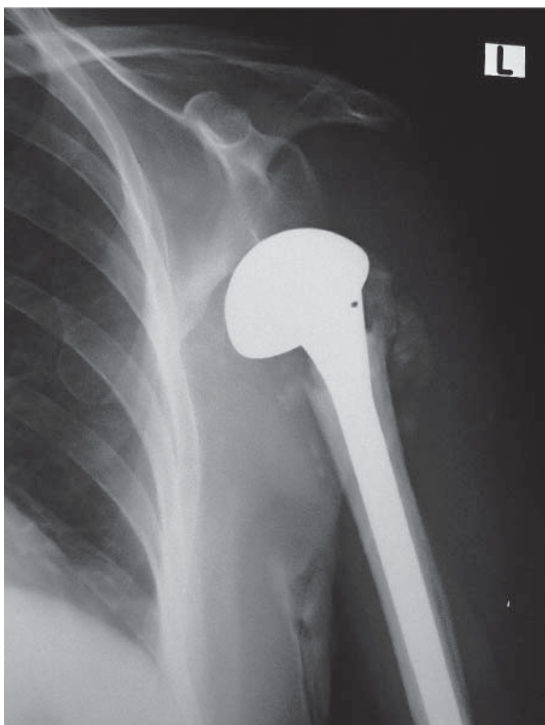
Foto clínica de una radiografía AP de hombro izquierdo en la que se aprecia la falla en la implantación de una prótesis anatómica en una fractura. Se puede apreciar la subluxación inferior por falta de planeación de la altura y la versión anterior por arriba de 0°.
